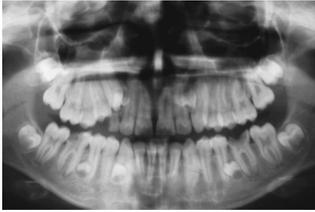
Ortopantomografia onde são visíveis 5 dentes supranumerários
